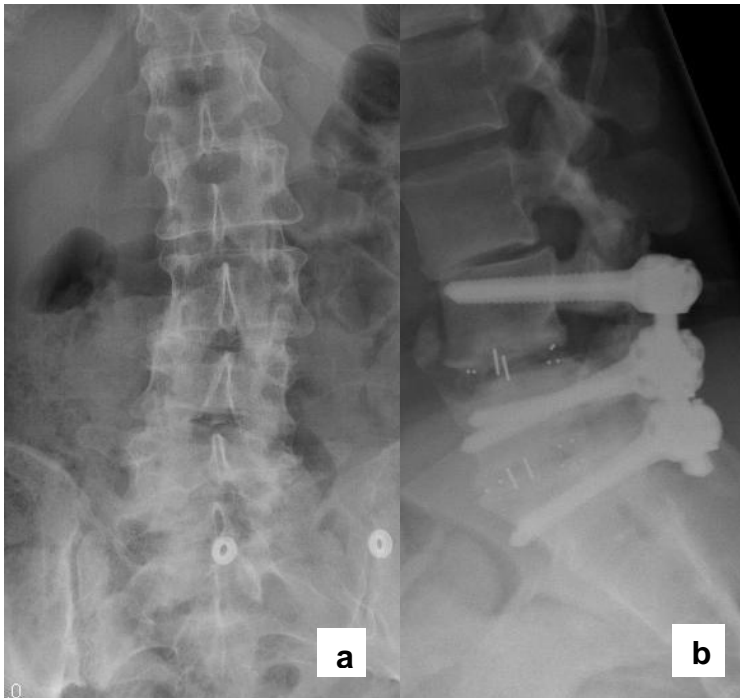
A.p.-Röntgenbild der LWS mit Darlegung einer linkskonvexen degenerativen Torsionsskoliose („De-novo-Skoliose“). Zusätzlich kann ein Drehgleiten L3/4 mit Facettenkollaps L3/4 rechts festgestellt werden (a). Beispiel einer Anschlussinstabilität im Segment L3/4 im seitlichen Röntgenbild bei Status nach Fusion L4-S1 (b).
